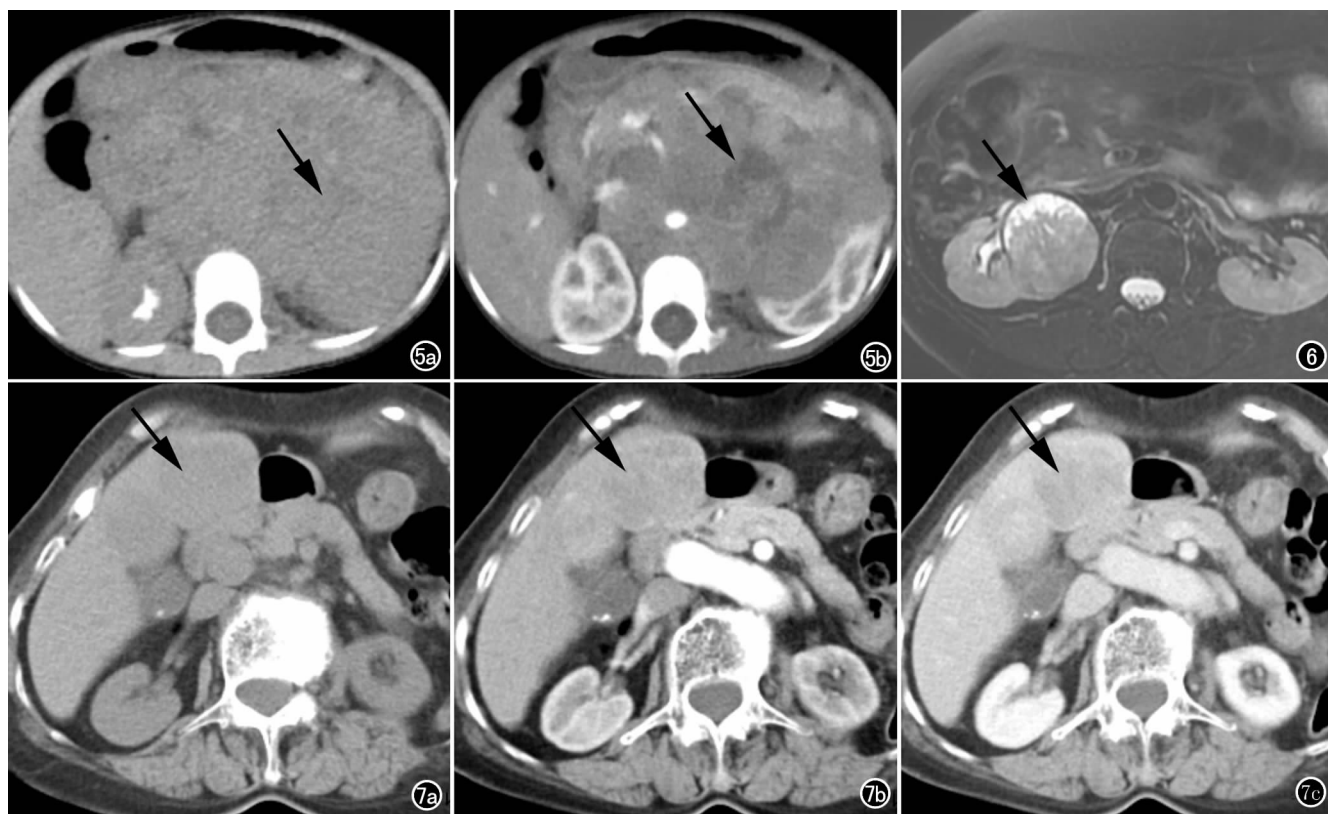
女, 4 岁, 左肾 NEC。a) 腹部 CT 平扫轴面图像示左肾巨大肿块(箭), 边界不清; b) 增强扫描肿块呈不均匀中度强化, 其内见片状坏死区(箭), 周围结构广泛受侵。图 6 女, 54 岁, 右肾 NEC。MRI 轴面脂肪抑制 T<sub>2</sub>WI 示右肾混杂稍高及高信号肿块, 其内见片状坏死(箭), 右侧腰大肌显示不清。图 7 女, 80 岁, 肝脏 NEC。a) CT 平扫示肝脏多个低密度肿块(箭); b) 增强动脉期病灶呈不均匀中度强化(箭); c) 增强静脉期病灶持续强化(箭)。
